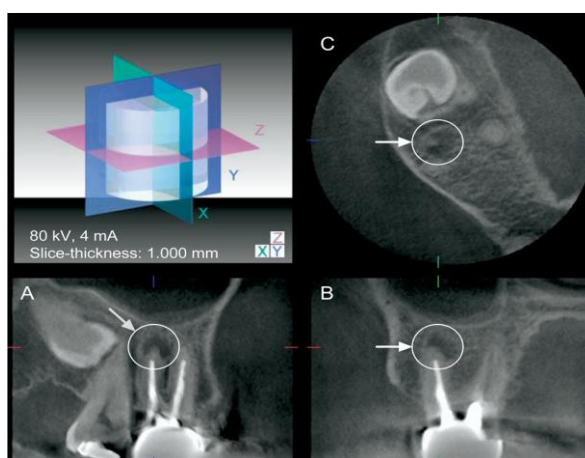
Imagens em 3D obtidas pelo 3DX cortes de espessura de 1 mm. Presença visível e expansão de uma lesão periapical na raiz disto vestibular.
